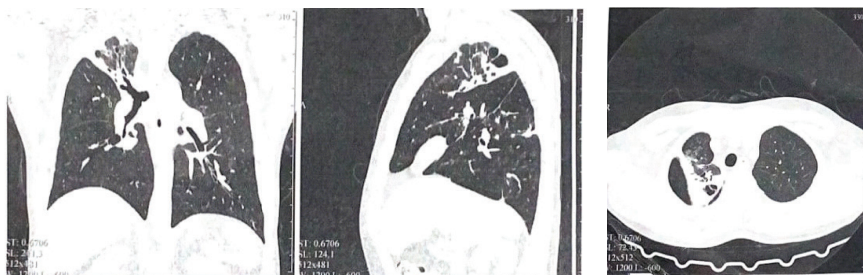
КТ органов грудной клетки от 11.09.2022 до установки КББ
